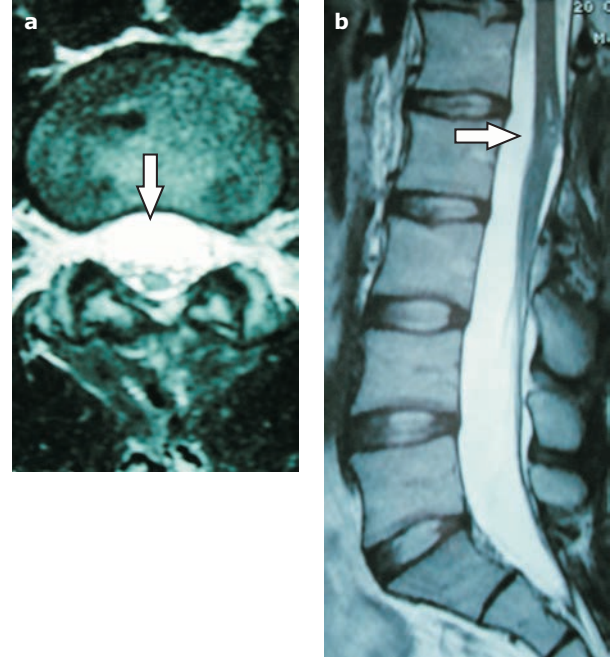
Hastanın T2 ağırlıklı (a) sagittal ve (b) aksial kontrastlı Magnetik Rezonans Görüntülemesinde L2 seviyesinde konus medüllaris düzeyinde, kordu sağa doğru iten, belirgin kontrast tutmayan, kistik natürde, kapsüllü intradural kitle izleniyor.
